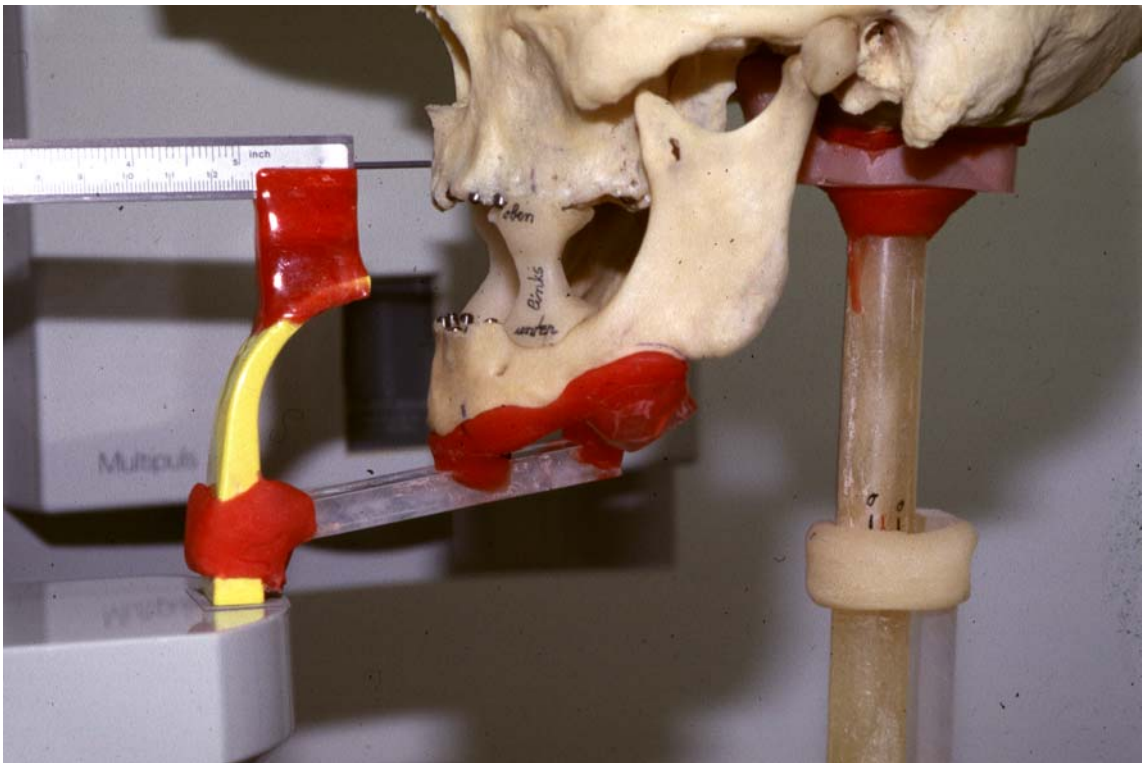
fotografische Darstellung der Schädelpositionierung am Röntgengerät.
